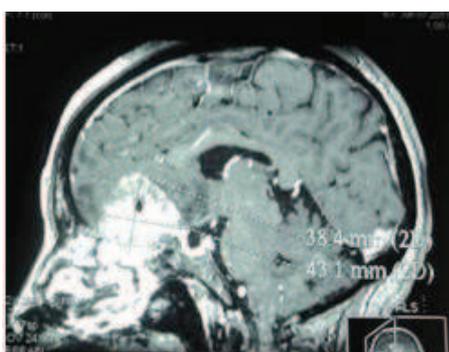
Premier cas : IRM en coupes sagittale et frontale montrant le méningiome olfactif avec envahissement de la lame criblée et l'éthmoïde postérieur.
